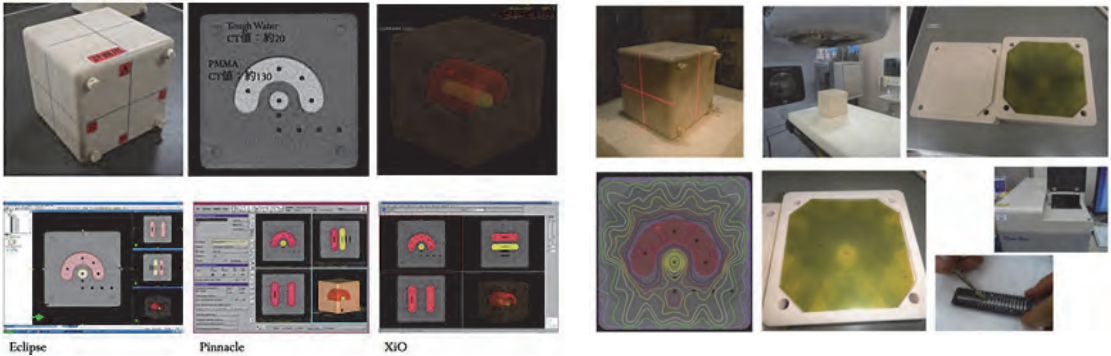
CT撮影用モジュールと内部構造。ガラス線量計による測定位置はPTV内（C1～C4）とOARの5箇所
